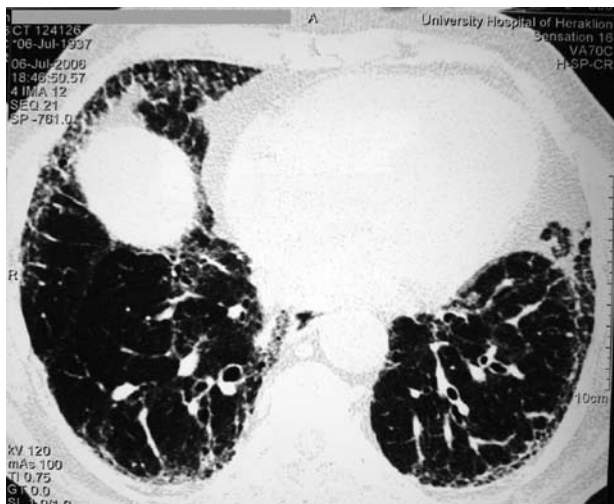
HRCT απεικόνιση στο επίπεδο 6 μετά τη θεραπεία του δεύτερου ασθενή.
